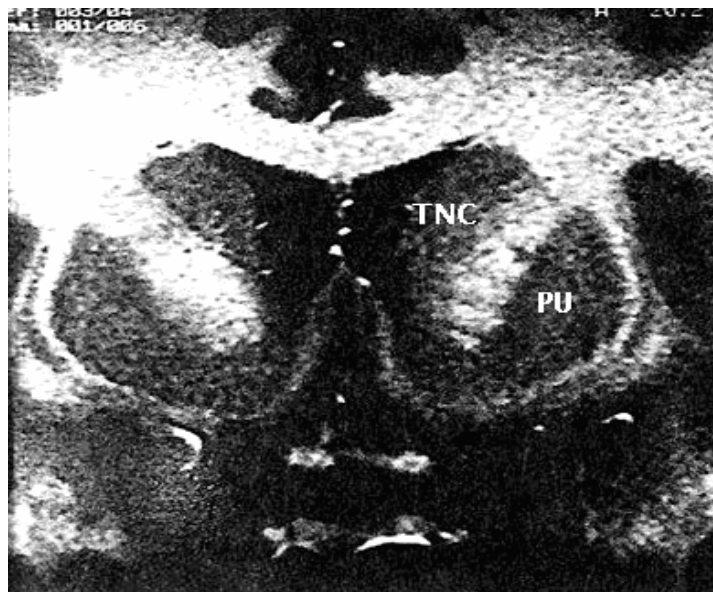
coupe IRM frontale passant par la tête du noyau caudé (TNC) et le putamen (PU) réunis par les ponts gris caudolenticulaires
